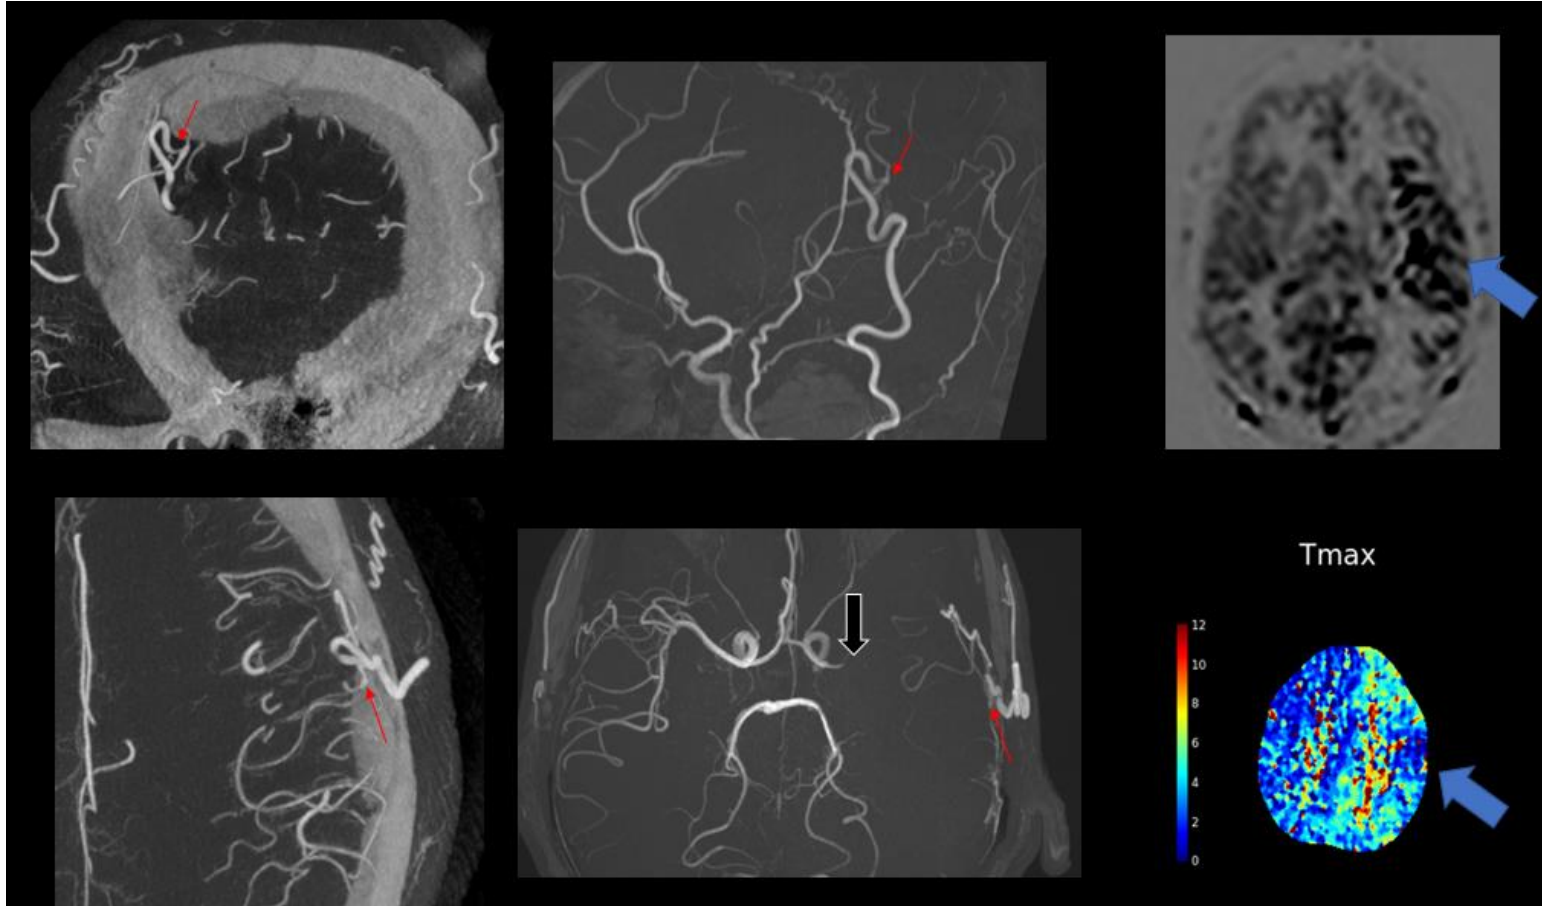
Anastomosis temporomedial en paciente de 25 años con Moya Moya drepanocitario con mala reserva vascular. Se observa unión entre la arteria temporal superficial y la arteria cerebral media izquierda distal (flechas rojas). En el seguimiento se siguen apreciando flujos lentos con artefactos de transito arterial en ASL y Tmax prolongado en la perfusión CT (flechas azules).
